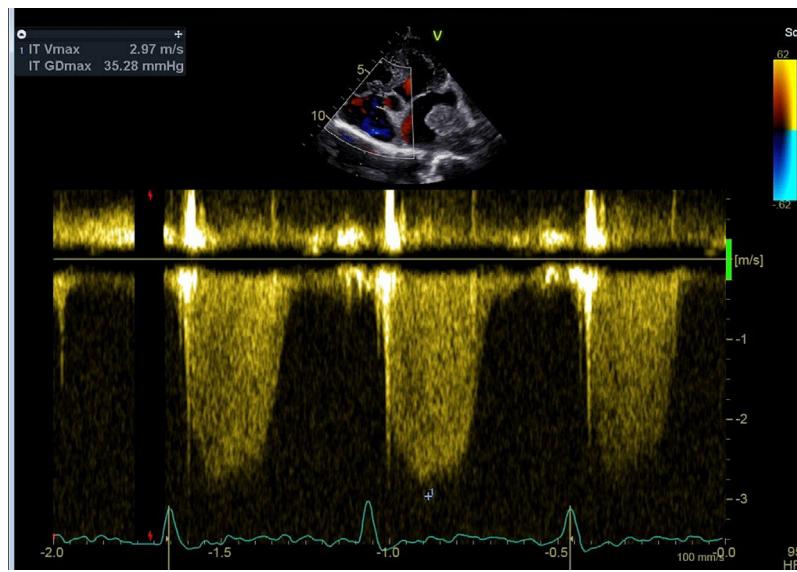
Doppler continu tricuspidien estimant la PAP systolique à 40 mmHg.
